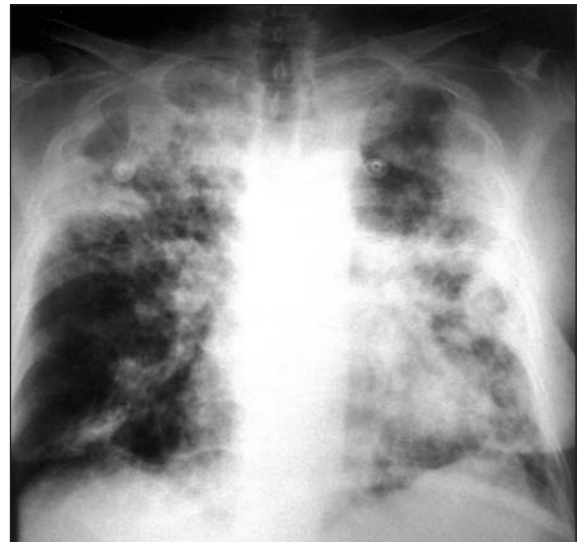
Devlet Hastanesi'nde yoğun bakıma alınmış akciğer grafisi. Sağ üst-orta, solda tüm zonlarda özellikle periferik yerleşimli konsolide alanlar.
